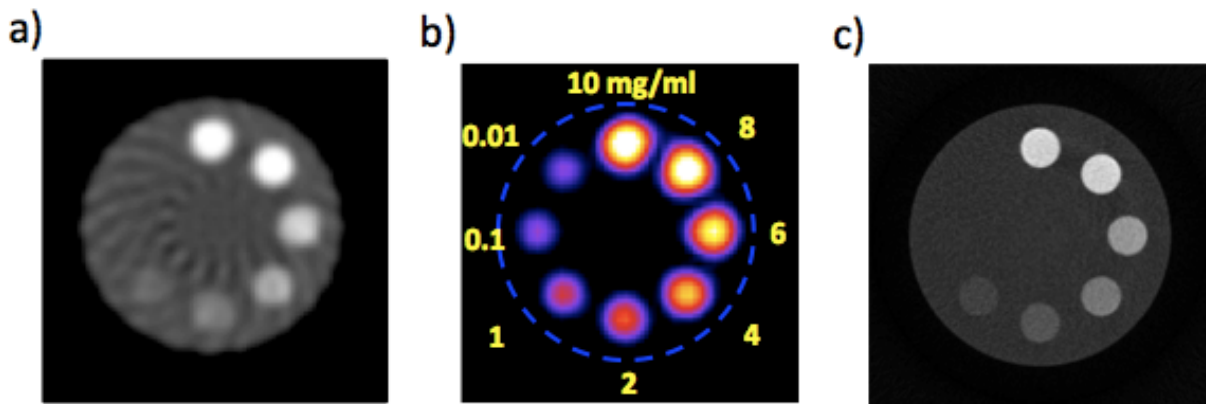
Reconstrucción CT (a) y de la señal de luminiscencia (imagen TORX) (b) utilizando FBP con una geometría de haz paralelo. (c) Reconstrucción CT utilizando una geometría de haz de abanico.
